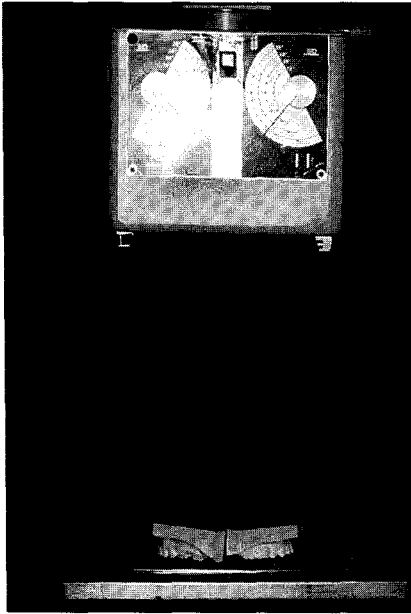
X-ray taking condition
